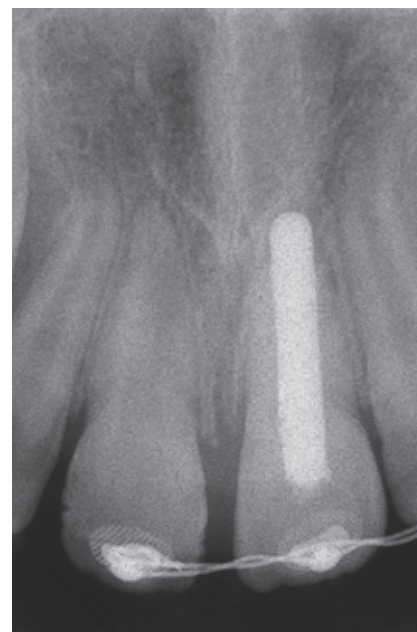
Röntgenkontrollaufnahme nach Replantation und unmittelbar nach Schienung
